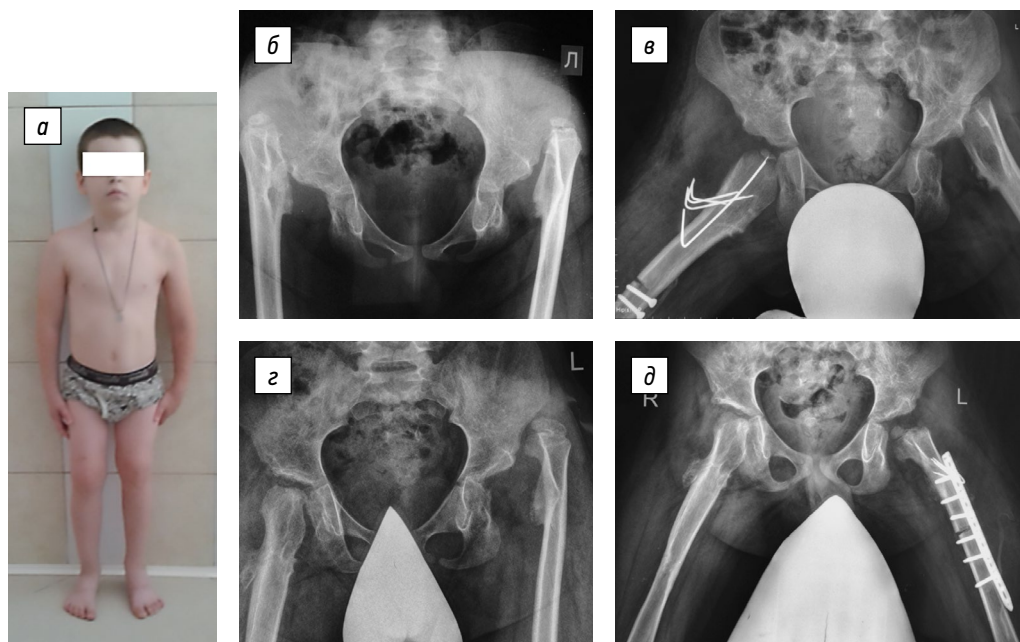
Внешний вид пациента (а) и рентгенограммы тазобедренных суставов до (б) и на этапах (в–д) их хирургической стабилизации
